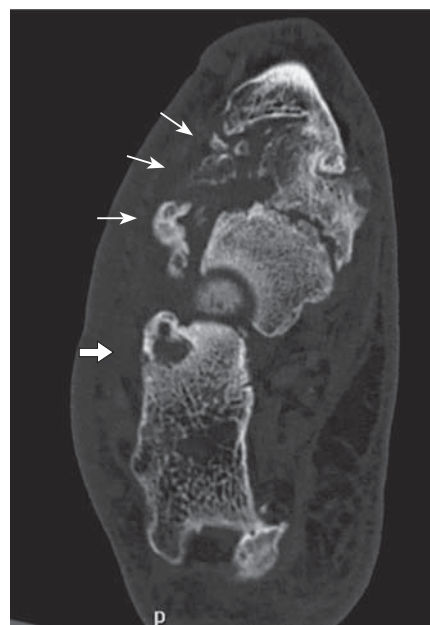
КТ-изображения, аксиальные срезы. Киста в пяточной кости (стрелка), оскольчатый переломы костей среднего отдела стопы (тонкие стрелки).
